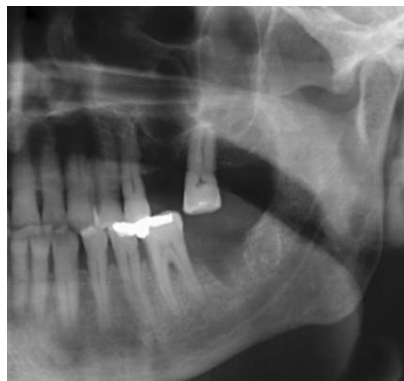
Ortopantomografia da mandíbula com sinais discretos de osteólise na região do 1.º ao 3.º molar mandibular esquerdo
